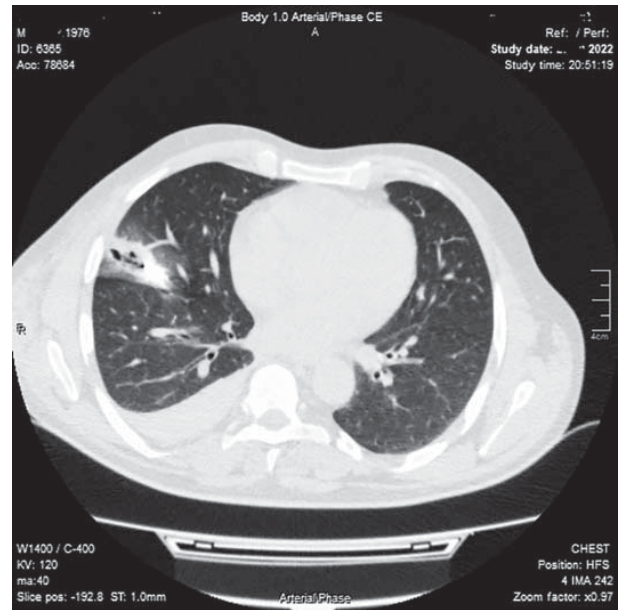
КТ ОГК на 2 добу захворювання
